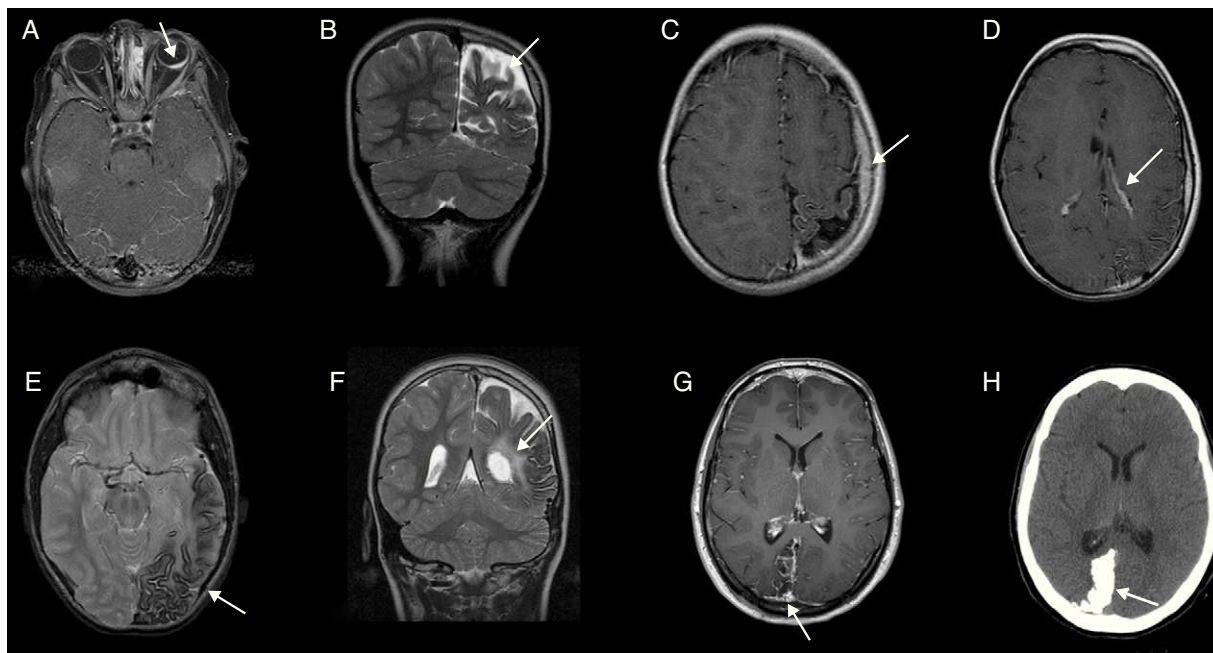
Ejemplos de anomalías de neuroimagen. A) Caso 1, RM, corte axial, secuencia en T1 con contraste: angioma de la coroides a la izquierda (flecha). B) Caso 4, RM, corte coronal, secuencia en T2: calcificaciones corticales y atrofia parietooccipital a la izquierda (flecha). C) Caso 4, RM, corte axial, secuencia en T1 con contraste: angiomatosis pial (flecha) y atrofia cortical a la izquierda, con asimetría hemisférica y de la calota craneal. D) Caso 4, RM, corte axial, secuencia en T1 con contraste: angiomatosis pial, angioma del plexo coroideo (flecha) y atrofia cortical a la izquierda. E) Caso 10, RM, corte axial, secuencia T2: calcificaciones y atrofia del hemisferio izquierdo, gliosis del parénquima adyacente (flecha); dilatación de vena prepontina. F) Caso 10, RM, corte axial, secuencia en T2: calcificaciones y atrofia parietal a la izquierda; plexo coroideo mayor a la izquierda (flecha). G) Caso 11, RM, corte axial, secuencia en T1, con contraste: área encefaloclastica cortico-subcortical parieto-occipital, angiomatosis pial y plexo venoso más prominente a la derecha (flecha). H) Caso 11, TC, corte axial, sin contraste: calcificaciones corticales parieto-occipitales a la derecha (flecha).
